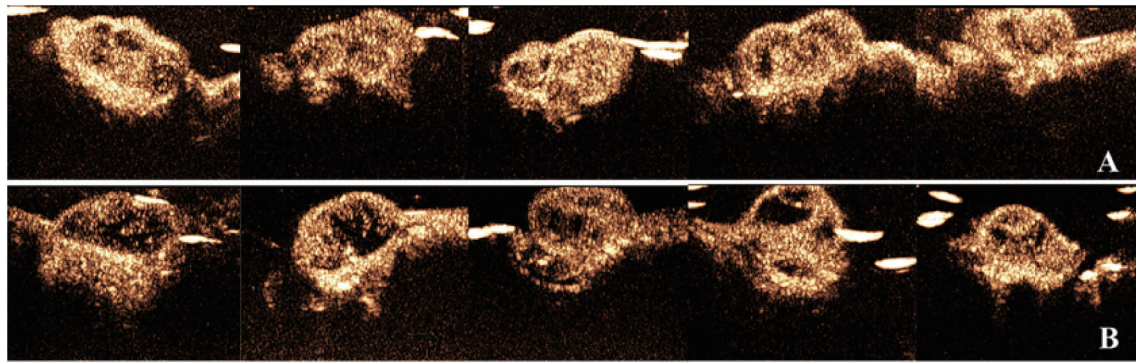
靶向组(A)与非靶向组(B)造影达到峰值时的超声图像
